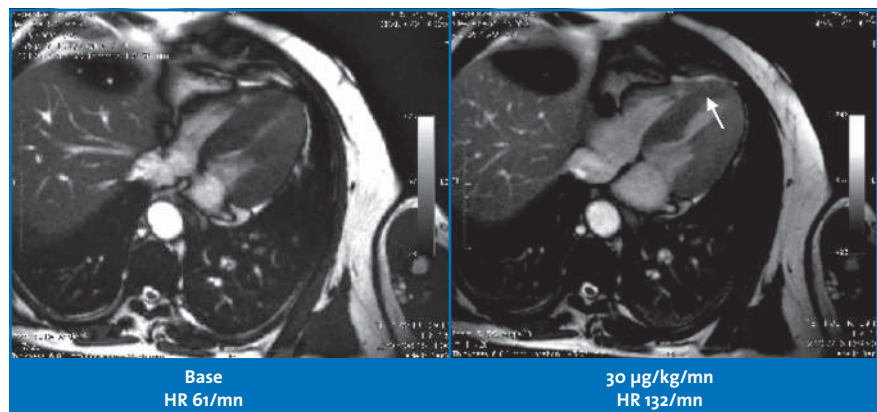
Images extraites de ciné-IRM de stress sous dobutamine en vue 4 cavités en fin de systole chez un patient ayant des douleurs thoraciques et ne pouvant effectuer un test d'effort maximal. Notez l'apparition au cours du stress sous dobutamine d'une akinésie septo-apicale (flèche) indiquant une ischémie dans le territoire de l'IVA.
